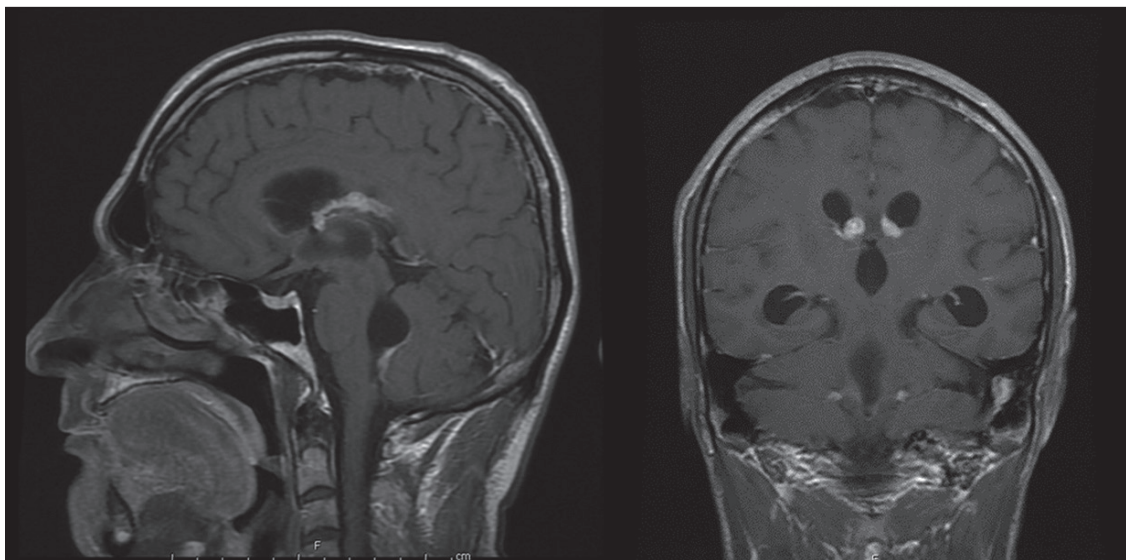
Estudios de resonancia magnética cerebral. Imágenes T1 sagital y axial respectivamente con contraste: se observa dilatación del sistema ventricular y realce de la superficie subependimaria del sistema ventricular en un paciente inmunocompetente.
